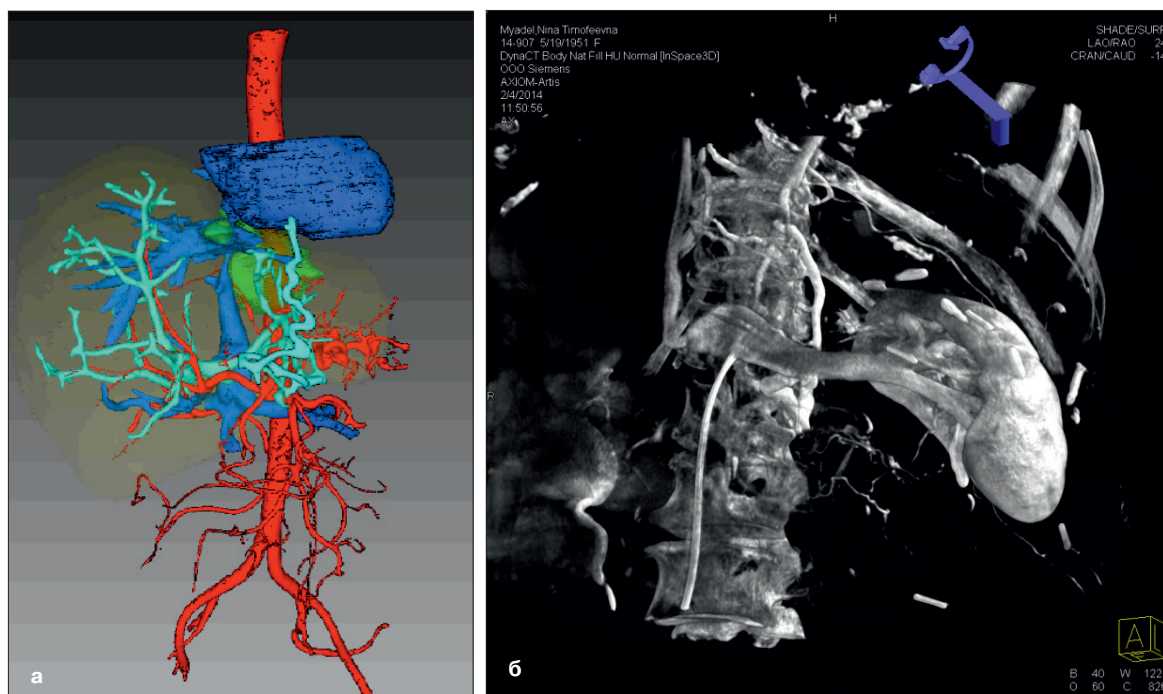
а. Компьютерная томография с 3D-моделированием; б. Ангиография
